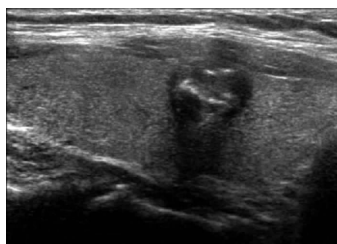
甲状腺微小乳头状癌声像图, 结节内可见粗大强回声(箭头示),强回声周边可见低回声 图 5 甲状腺微小乳头状癌声像图, 内部可见多发微钙化 图 6 甲状腺微小乳头状癌声像图示极低回声结节,纵横比>1;超声造影示不均匀低增强
